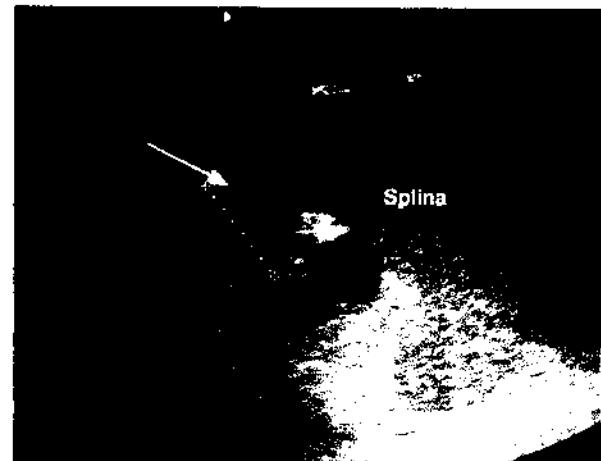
Splină - structura ecogenă, omogenă. În hil multiple imagini nodulare hipoecogene cu semnal Doppler de tip venos (săgeți) - adenopatii tumorale.
